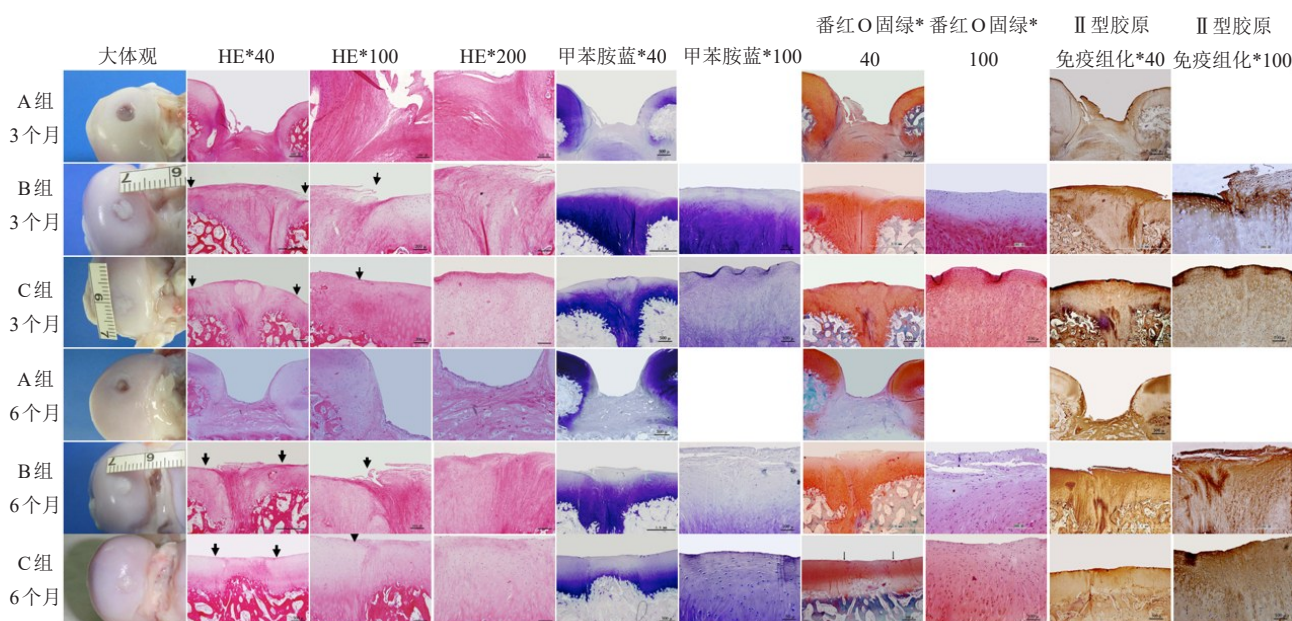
A组在3个月,6个月均无明显的填充及修复。B组在仅有支架的参与下修复区虽然有填充,修复区内细胞较少,从3个月到6个月逐渐出现退化,软骨分层,脱落。C组在细胞和支架联合参与下骨髓间充质干细胞逐渐定向分化为透明软骨细胞,从3个月到6个月的修复过程中,Ⅱ型胶原表达逐渐接近正常组织并完成替代修复,软骨潮线结构逐渐恢复。超声弹性成像评估
